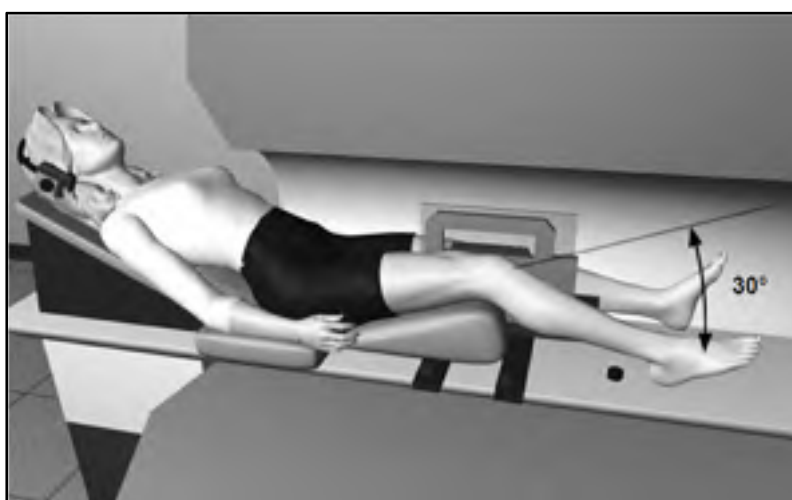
Position et mouvement des sujets dans l'IRM
